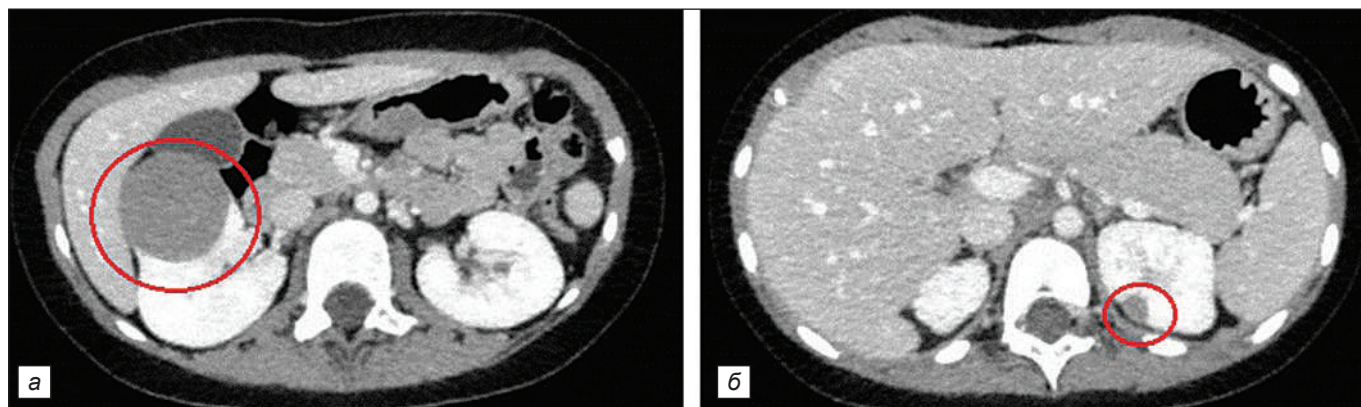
Компьютерная томограмма. До проведения ПХТ. *а* – новообразование в правой почке; *б* – новообразование в левой почке.
